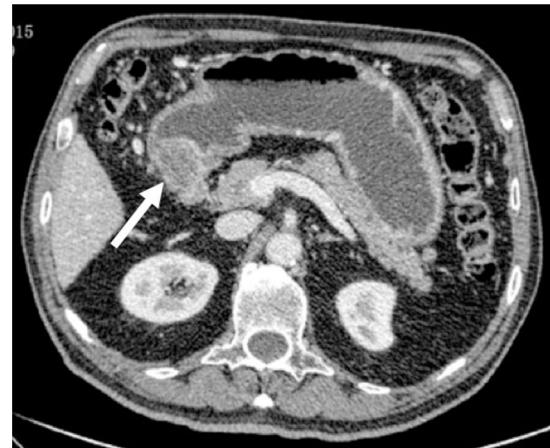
TAC de estadificación inicial. Flecha: lesión antropilórica pre-quimiorradioterapia. Se visualiza una estenosis casi total de la luz y una dilatación de la cámara gástrica.
